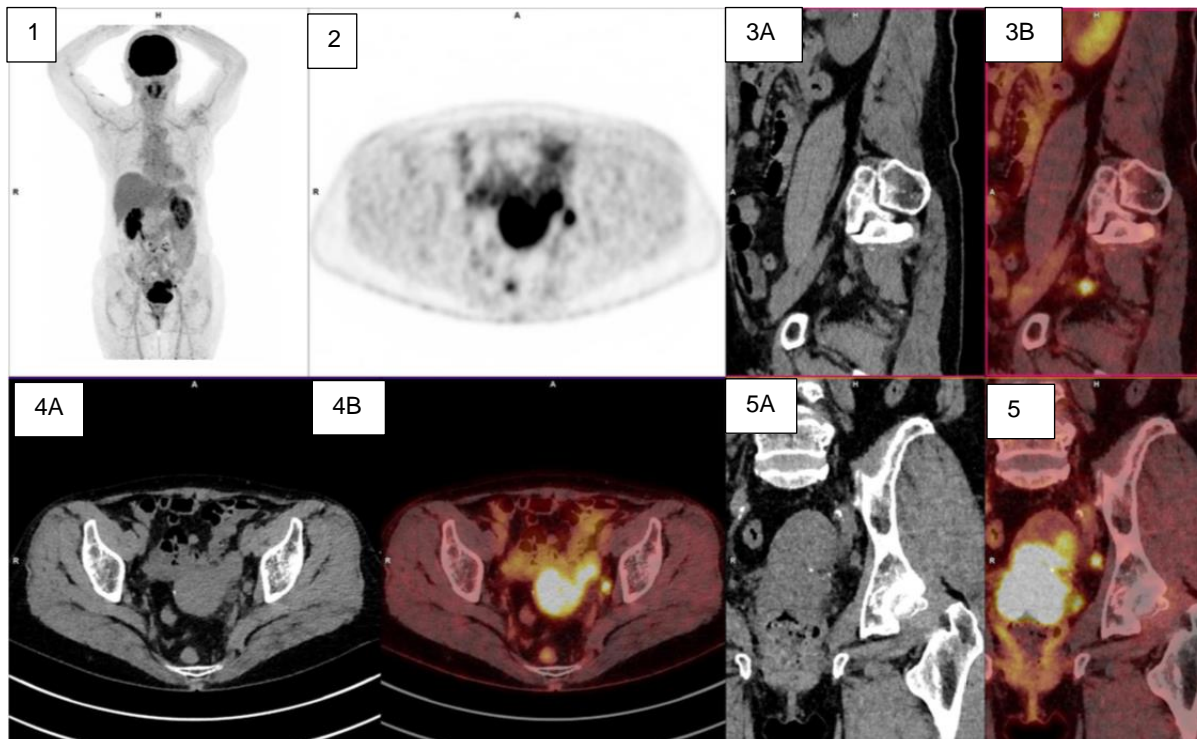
TEP-TDM numérique chez la patiente n°414
